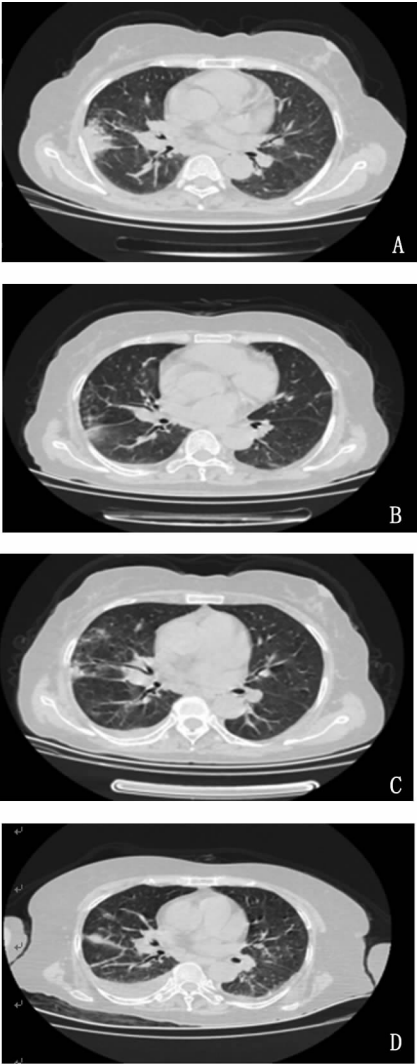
肺部 CT(A:右肺中叶及下叶感染性病变;B:右肺感染伴右侧少量胸腔积液;C:双肺感染伴右侧胸腔少量积液;D:右侧中下肺野感染性病变,右侧胸腔少量积液)
